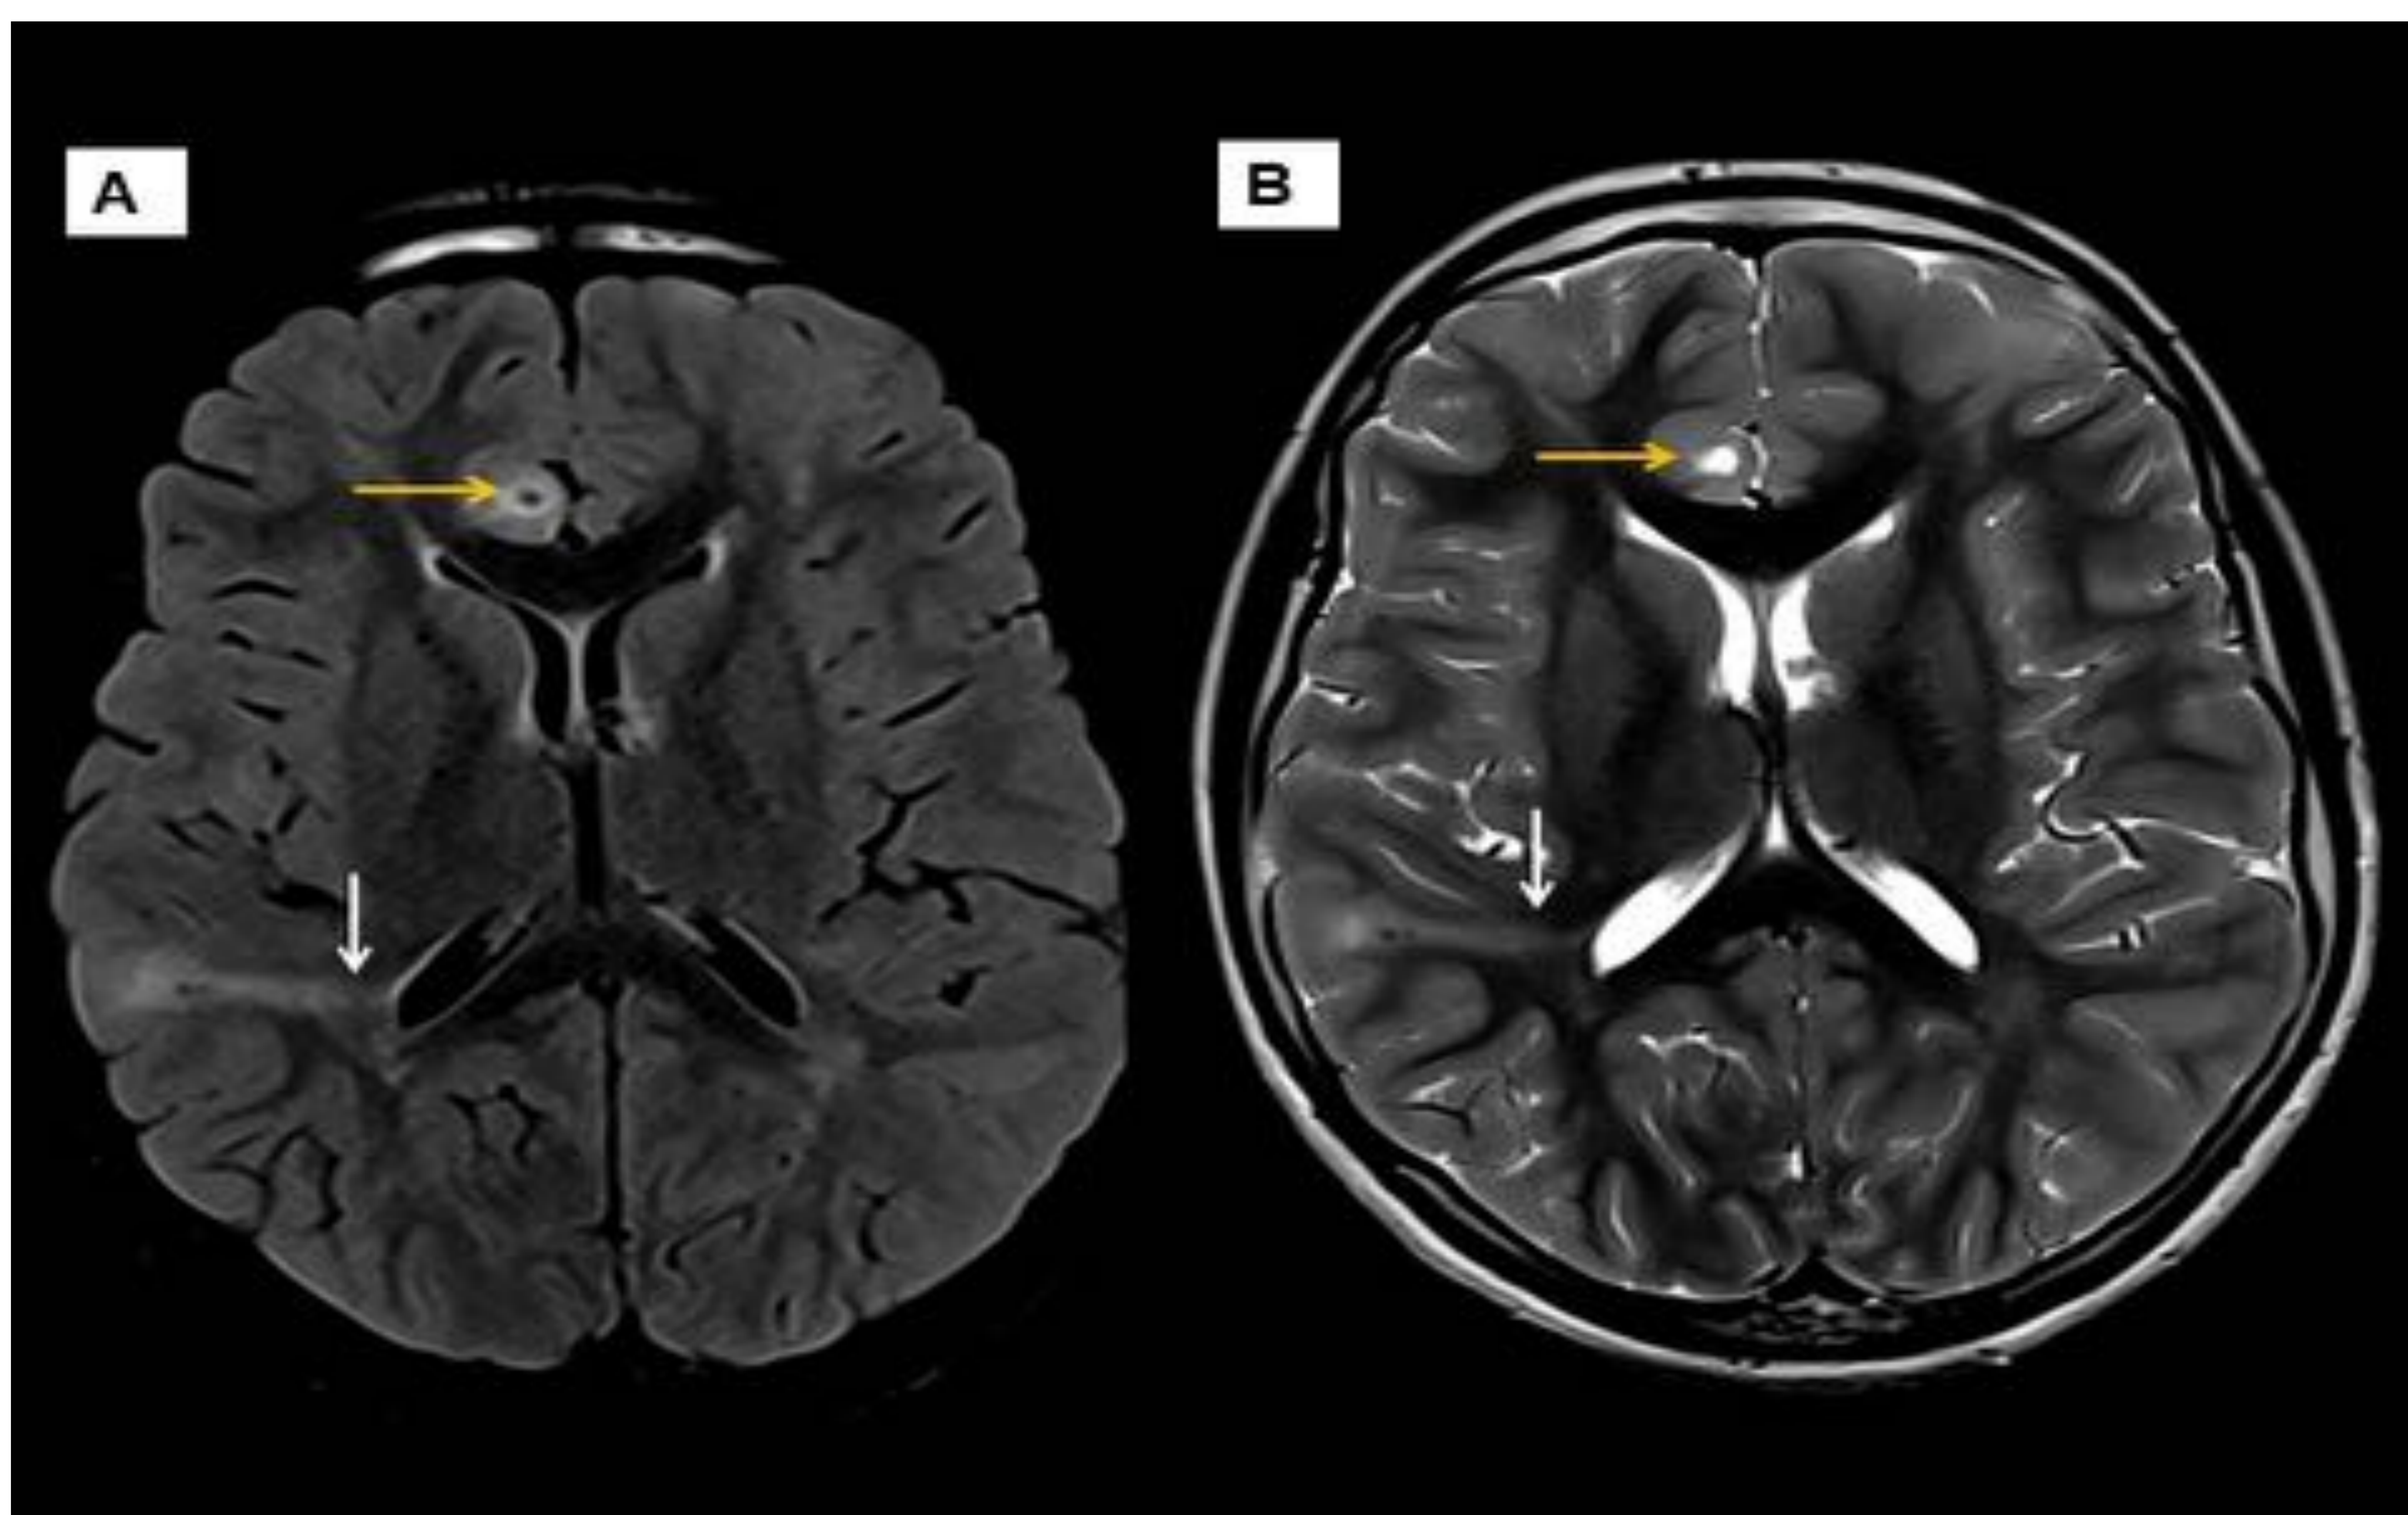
Paciente 3. RM cerebral secuencias axial FLAIR (A) y axial T2 (B) donde se observa una pequeña lesión bien delimitada de intensidad de señal similar al LCR en giro cingular derecho compatible con pequeña lesión quística en SB (flecha amarilla). También se observa una banda de migración radial (flecha blanca).
